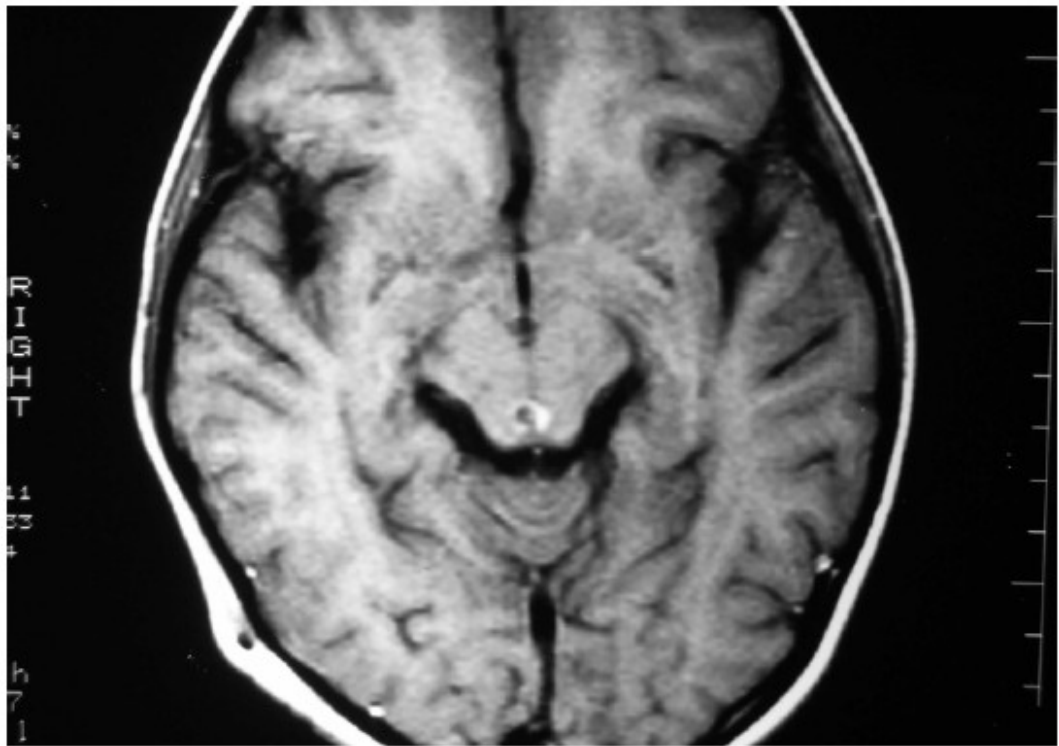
Corte axial de RMN cerebral donde se observa la presencia de un quiste de cisticerco en acueducto de silvio
